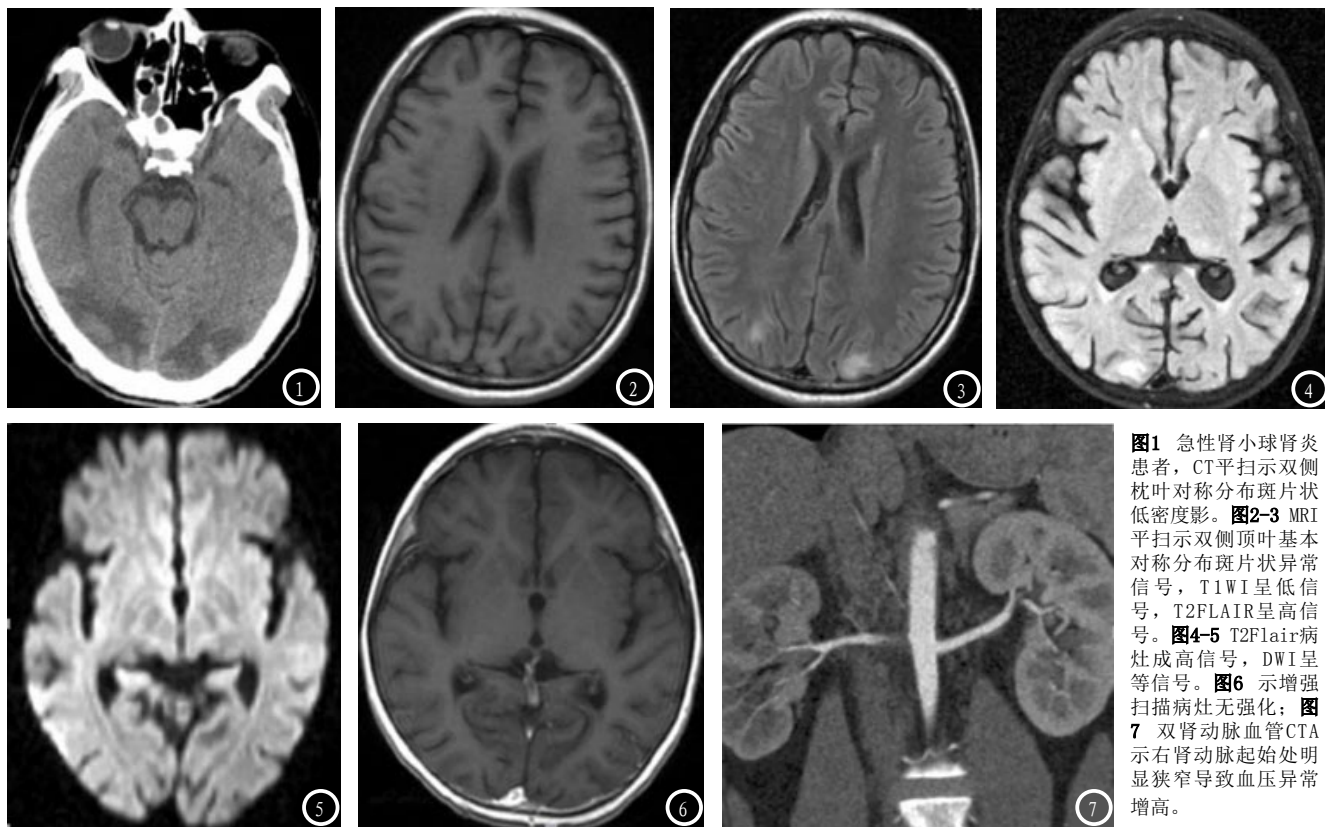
急性肾小球肾炎患者,CT平扫示双侧顶枕叶对称分布斑片状低密度影。图2-3 MRI平扫示双侧顶枕叶基本对称分布斑片状异常信号,T1WI呈低信号,T2FLAIR呈高信号。图4-5 T2FLAIR病灶成高信号,DWI呈等信号。图6 示增强扫描病灶无强化;图7 双肾动脉血管CTA示右肾动脉起始处明显狭窄导致血压异常增高。
